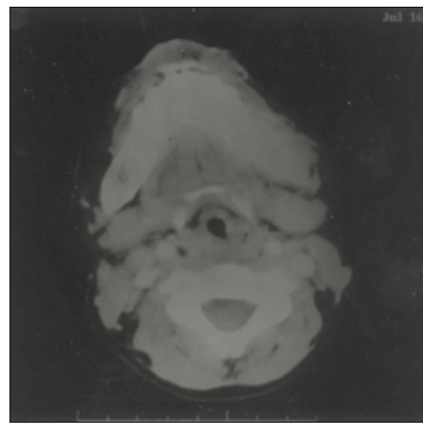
Computerized tomography after chemotherapy.
